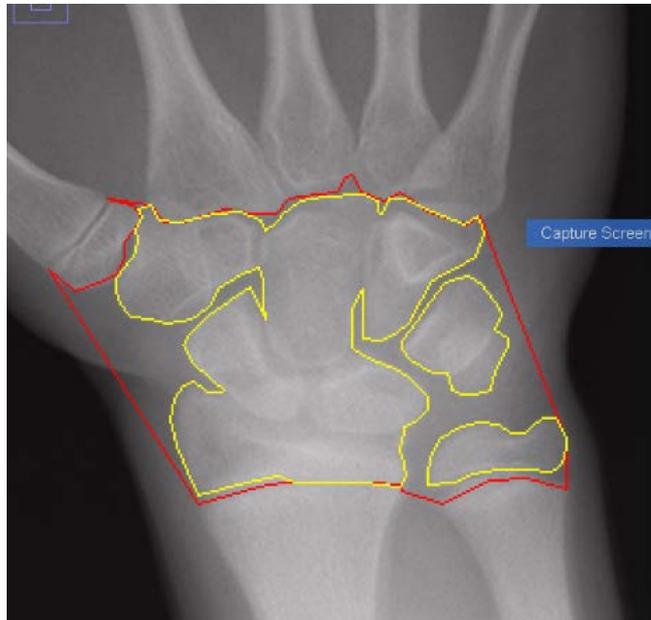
esempio di una radiografia della mano dove più ossa carpali risultano sovrapposte.
